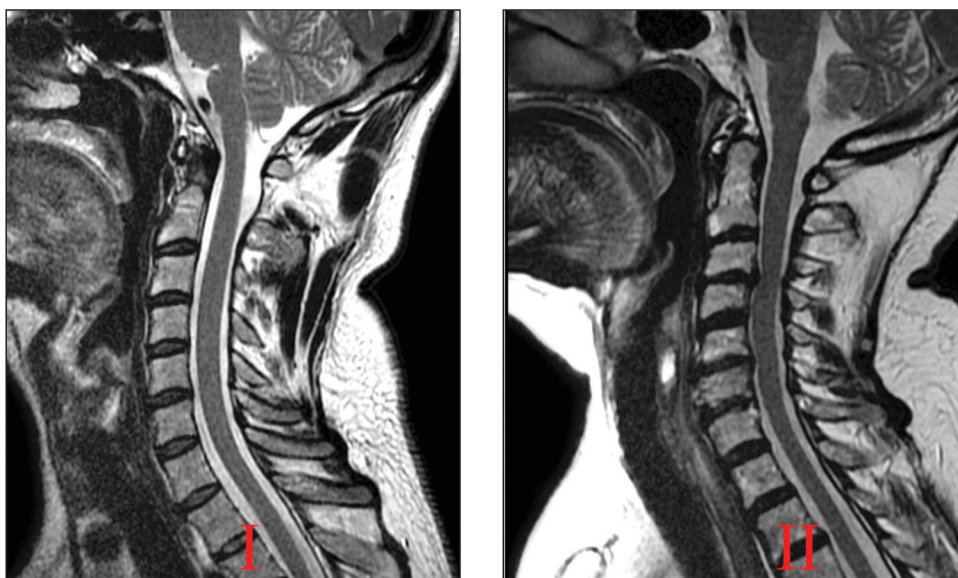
Оценка значимости изменений в шейном отделе позвоночника на магнитно-резонансных томограммах в сагиттальной плоскости (T2-ВИ):
